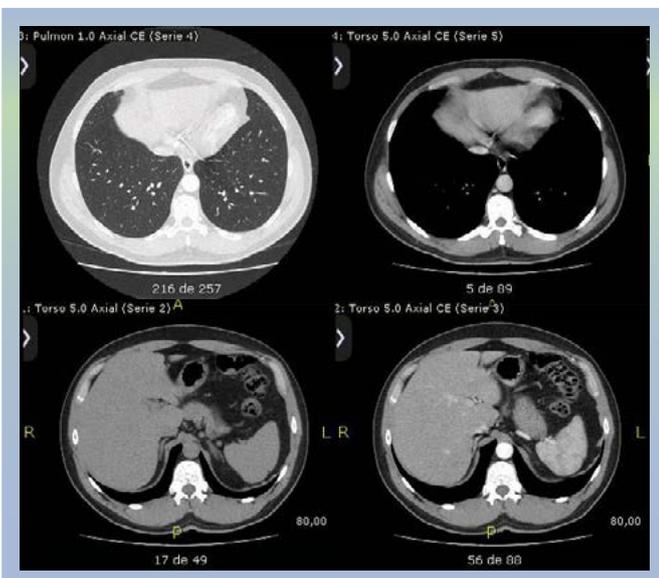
TC de tórax, abdomen y pelvis sin lesiones secundarias
